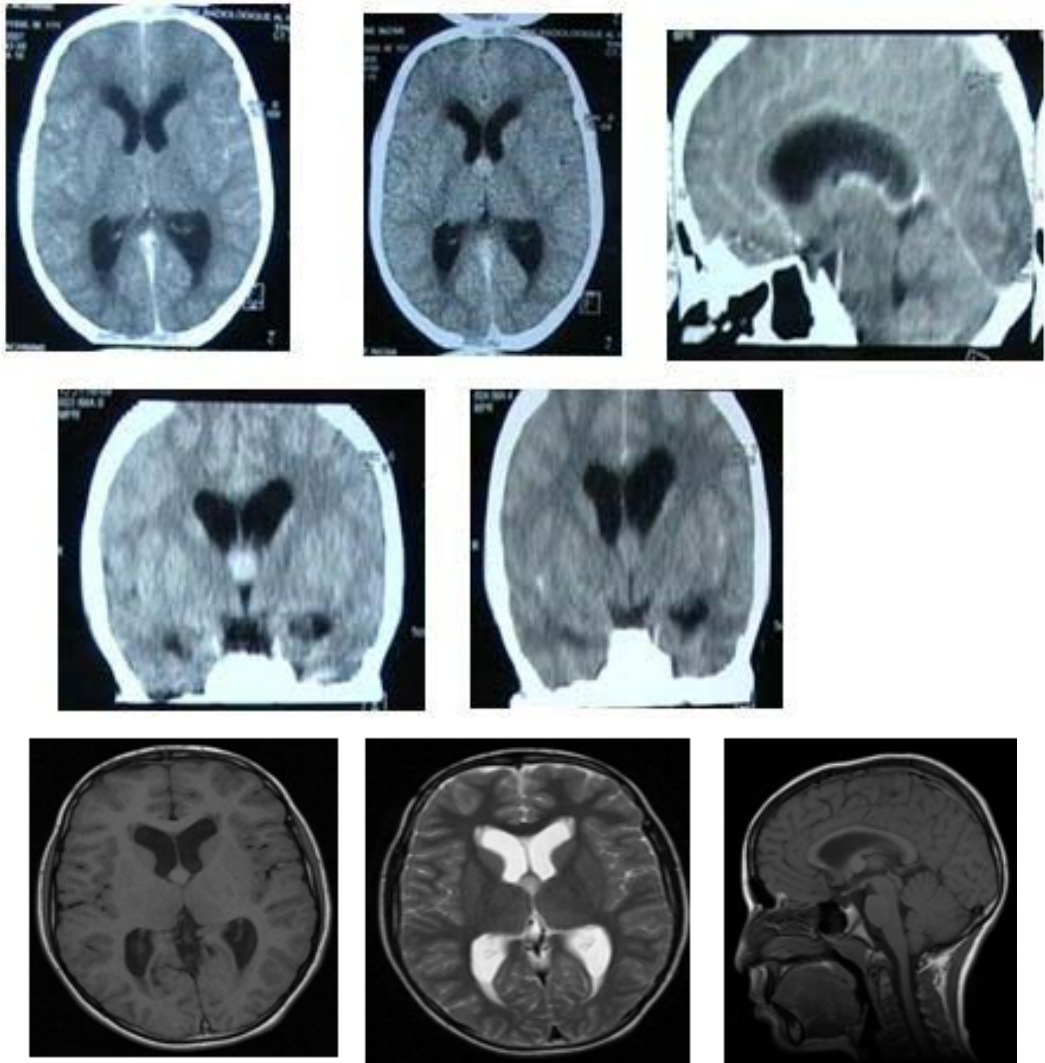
Kyste colloïde du V3 à la TDM et à l'IRM cérébrale chez un enfant de 10 ans
